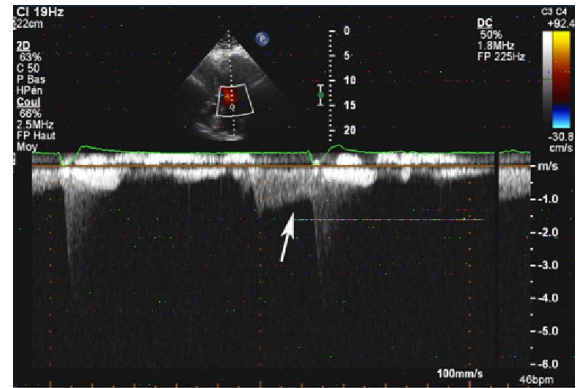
A. TTE with FC view showing the jet diastolic mitral regurgitation on color Doppler (white arrow). B. TTE with FC view showing diastolic mitral regurgitation on continue Doppler (white arrow).
